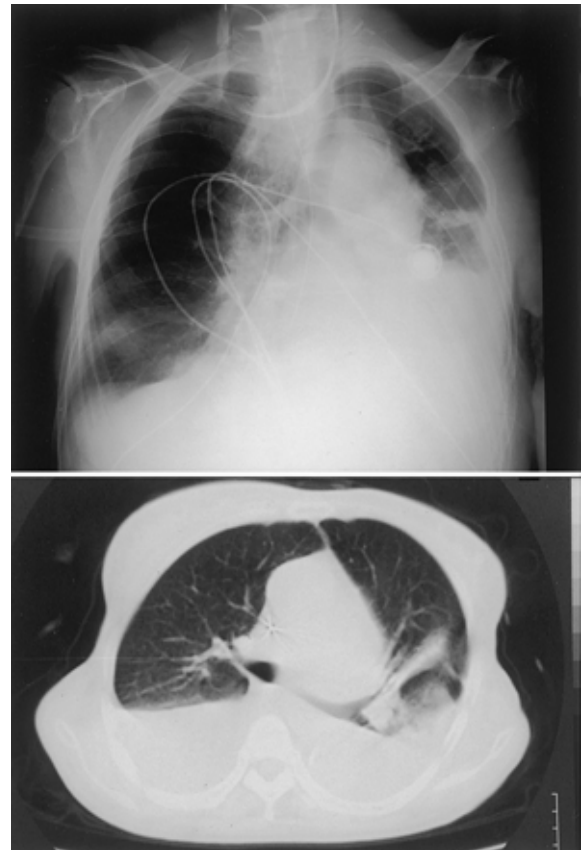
Chest X-ray film (12 July, 1995) and chest CT scan (20 July, 1995) showing bilateral pleural effusions and abnormal shadows in the left lung fields.
